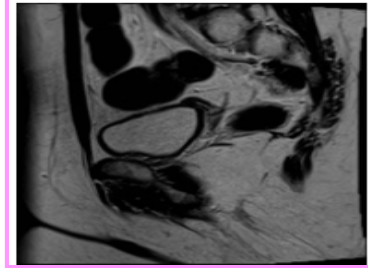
RMN pelvis. Útero y vagina hipoplásicos
